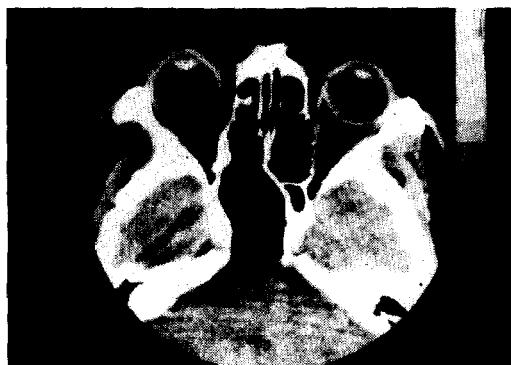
1 month following surgery, axial CT scan revealed clear sphenoid sinus(arrow).
